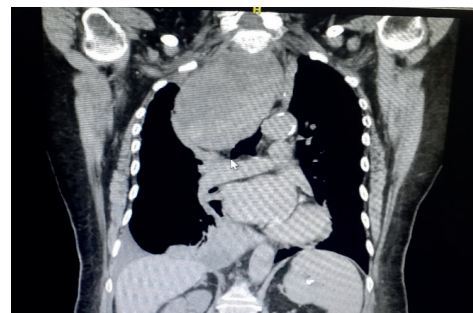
TAC de tórax anteroposterior.
